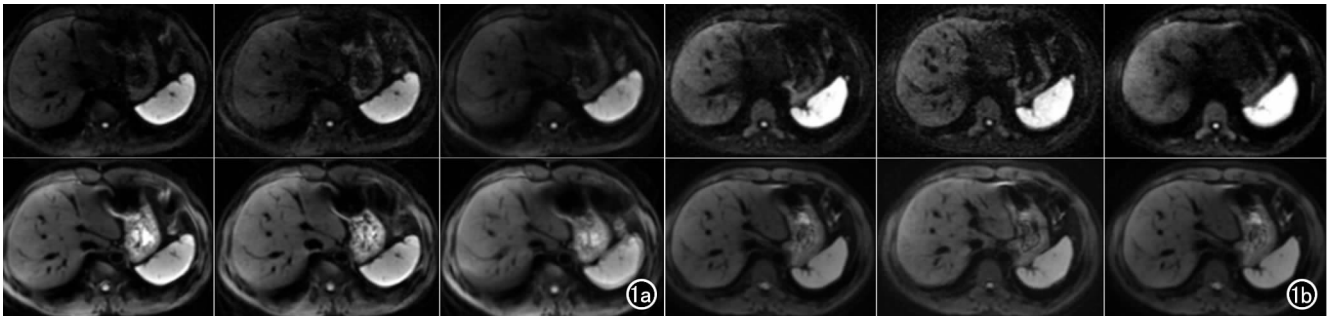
志愿者的同一层面在 3.0T 和 1.5T 上进行 3 种采集方式的扫描结果。其中,3.0T 呼吸触发 DWI 的图像质量优于 1.5T,而 1.5T 自由呼吸 DWI 图像均优于 3.0T;自由呼吸 DWI 的信噪比高于呼吸触发,屏气技术。a) 3.0T; b) 1.5T,上排 b=800,下排 b=100。RT:Respiratory Triggered DWI,呼吸触发 DWI;BH:Breath-hold DWI,屏气 DWI;FB:Free-Breathing DWI,自由呼吸 DWI。
